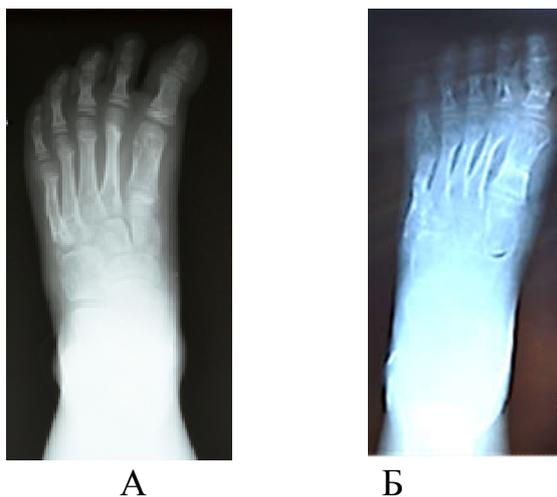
Рентгенограммы пациентки К, 8 лет, с врожденным укорочением первой плюсневой кости (А – рентгенограмма стопы до оперативного лечения; Б – рентгенограмма стопы через 4 месяца после оперативного лечения – корригирующей удлиняющей остеотомии первой плюсневой кости
